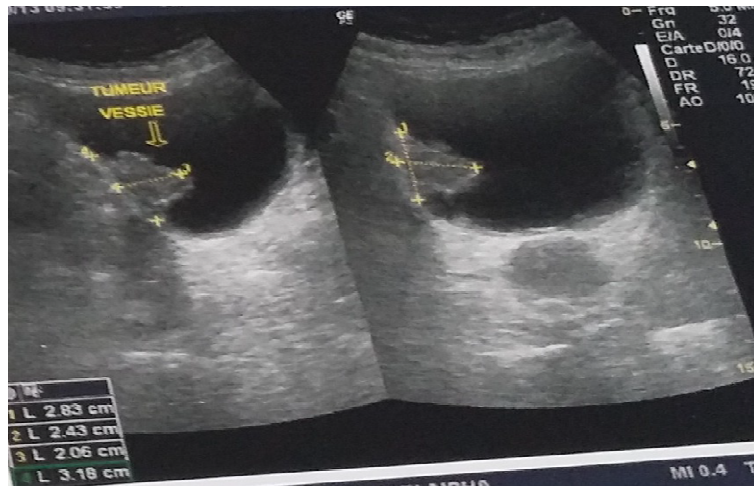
Échographie vésicale montrant une image hyperechogène intéressant la paroi latérale droite (Service d'urologie A CHU RABAT).
